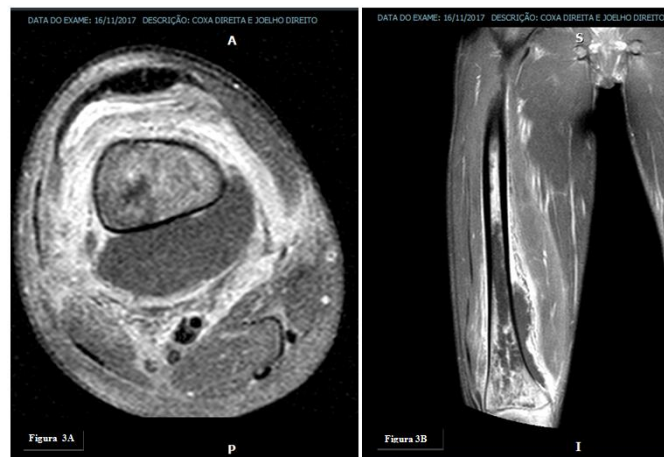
A ressonância magnética axial em T1 da coxa direita revelou edema do trabéculo ósseo do fêmur, que compromete principalmente o seu segmento distal, com extensão para região da metáfise e epífase, parcialmente visualizado no presente exame. Figura 3B. Envolvendo o segmento distal do fêmur, notadamente junto à sua face posterior, nota-se a presença de grande coleção líquida, de limites definidos, com realce periférico pelo material do contraste, medindo aproximadamente 13,6x5,8x4,9 cm nos maiores eixos. A referida coleção promove deslocamento regular nos ventres musculares ao seu redor, que apresentam importante edema em seu interior, com maior comprometimento do vasto intermédio, vasto medial e adutor magno. Nota-se pequena quantidade laminar de líquido perimiofascial.
